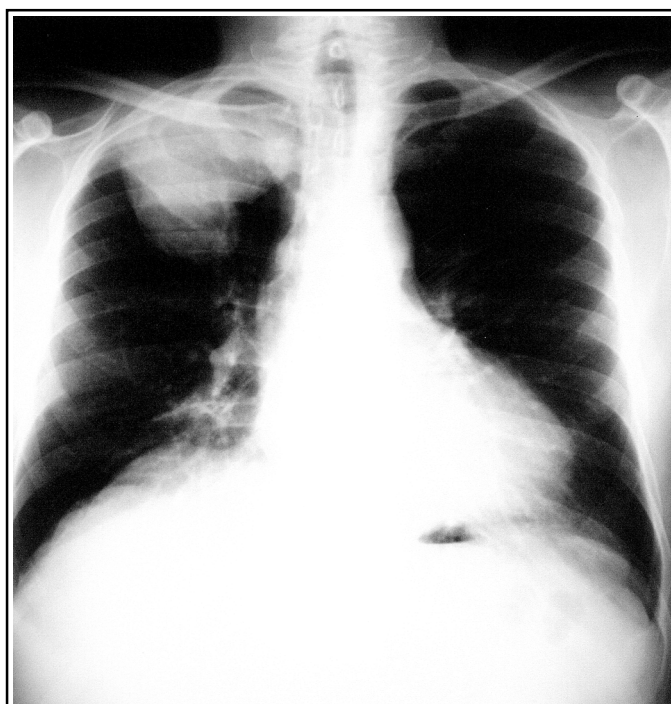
Radiographie de thorax préopératoire montrant la volumineuse masse tumorale supérieure droite (cas clinique n° 1).
